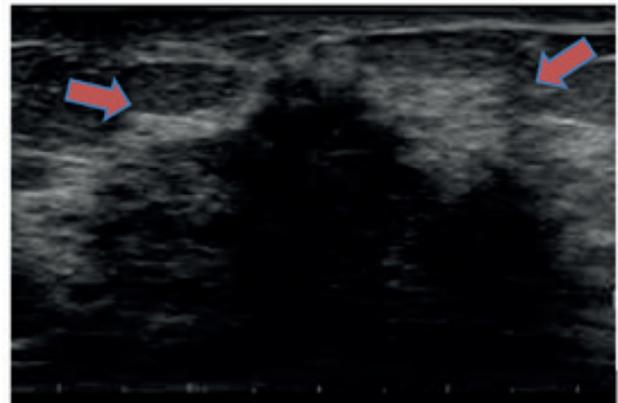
Ultrasonografía de mama izquierda. con aumento del volumen y ecogenicidad del tejido celular subcutáneo y mamario, con presencia de bandas líquidas sin evidencia de colecciones.
